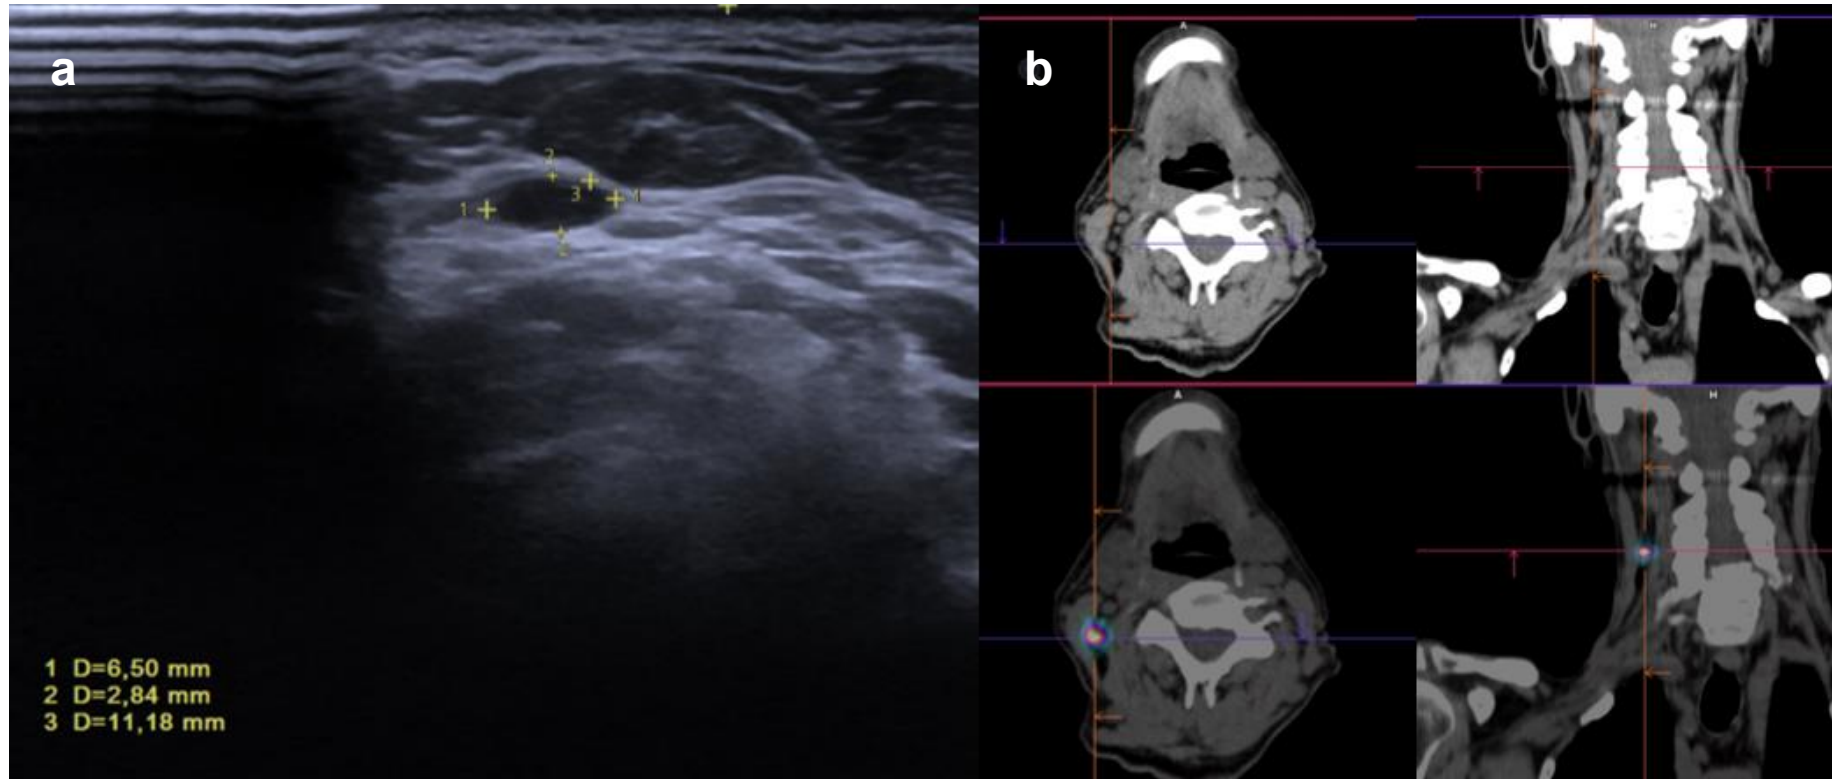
Ecografía (a) y SPECT/TC (b) que muestran un ganglio linfático de 6 mm localizado en profundidad al músculo esternocleidomastoideo derecho, correspondiente a hiperplasia linfoide reactiva.
